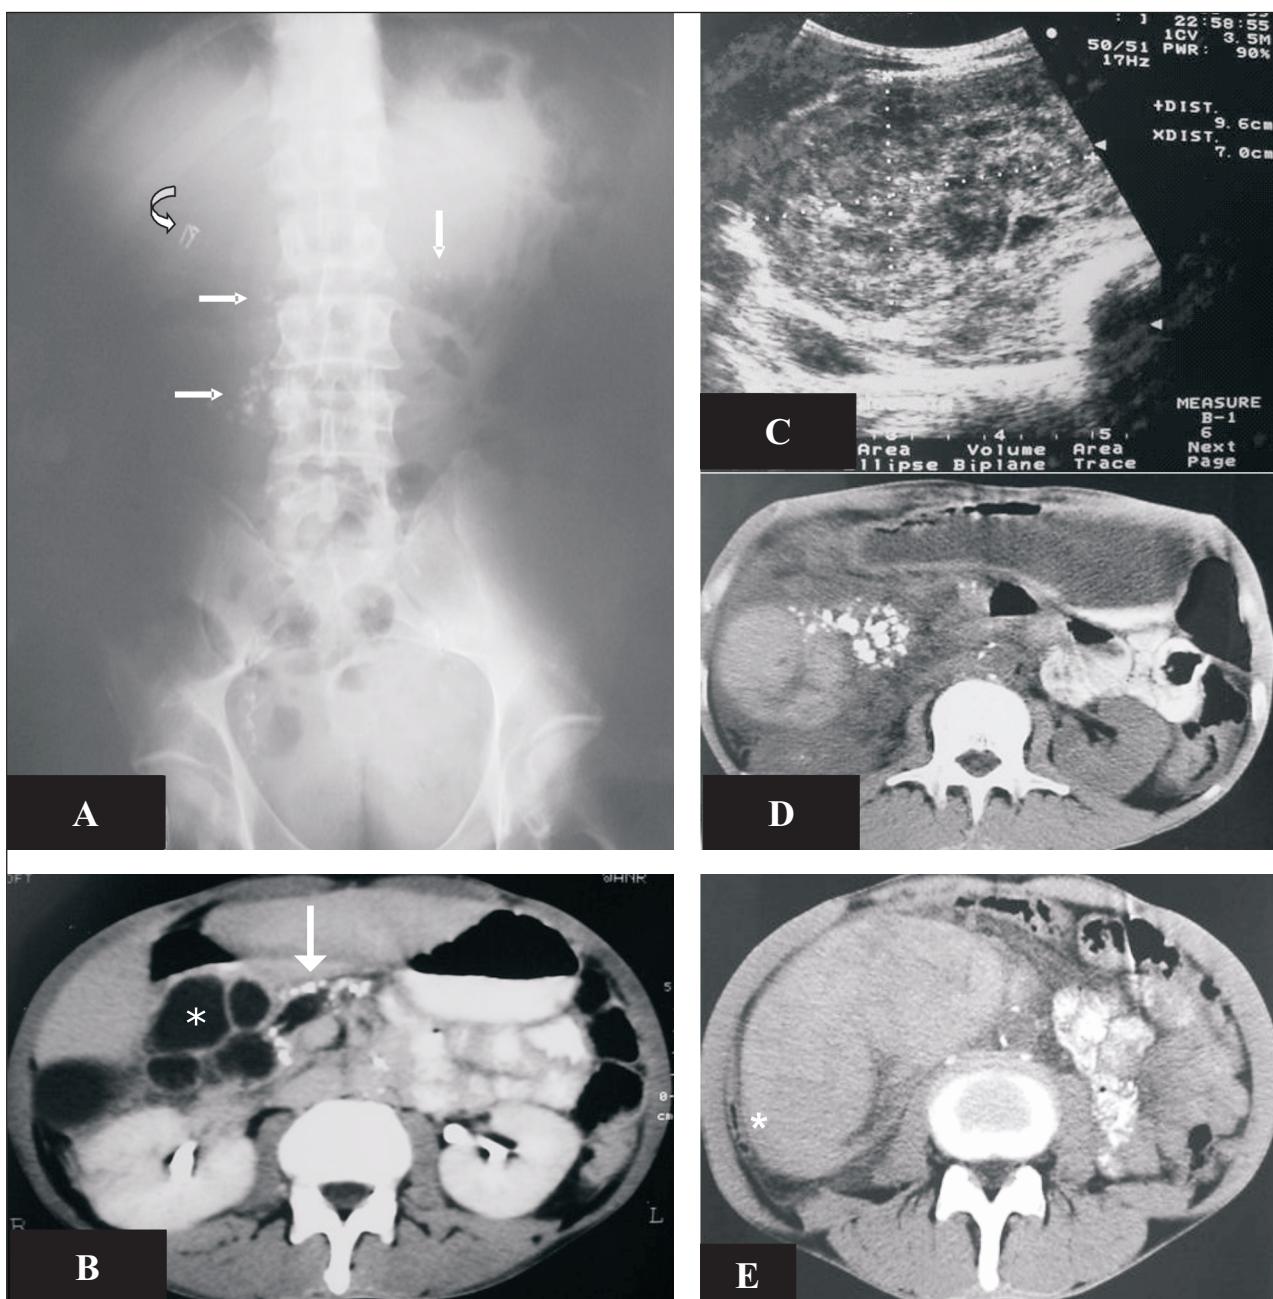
(A) Radiografia simples do abdome anterior mostra finas calcificações distribuídas na topografia do pâncreas (setas retas) e clips metálicos pós-colecistectomia (seta curva) no hipocôndrio direito; (B) TC abdominal anterior com contraste endovenoso mostra múltiplas pequenas formações císticas (asterisco) e calcificações puntiformes (seta) na topografia da cabeça do pâncreas; (C) Ultra-sonografia abdominal mostra massa hipoeucogênea heterogênea na topografia da cabeça do pâncreas; (D) TC abdominal pré-contraste endovenoso e (E) pós-contraste endovenoso mostram coleção com densidade de sangue (asteriscos) na topografia da cabeça do pâncreas.
